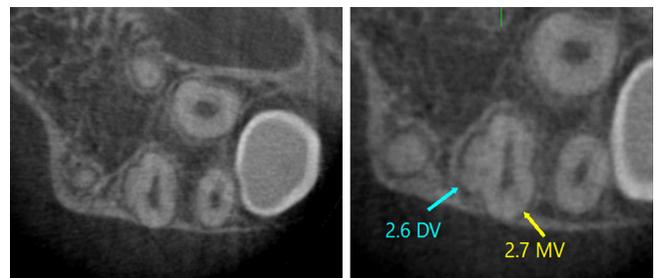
CBCT - Cortes axiales. Se aprecia la fusión mediante cemento radicular de la raíz distovestibular del d.2.6 y la raíz mesiovestibular del d.2.7. También se observa la superficie coronaria mesial del d.2.8 en relación de contacto con la raíz distovestibular del d.2.7, sin presencia de signos imagenológicos de daño por impactación.
